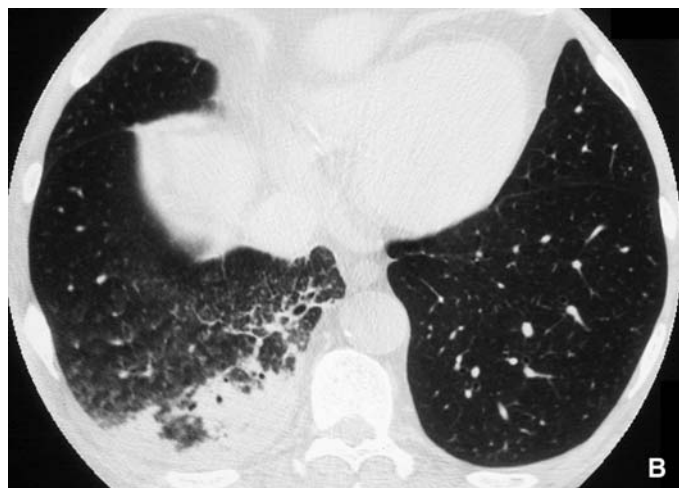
Radiographie thoracique montrant de possibles opacités lobaires inférieures droites évoquant une condensation, confirmées au scanner thoracique. Dans le contexte, le diagnostic de pneumonie infectieuse est retenu.
